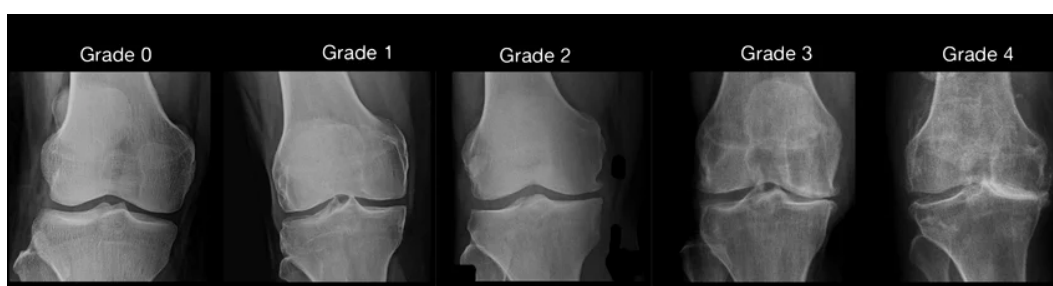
Radiographie de la gonarthrose selon les grades (Janvier, 2016).
